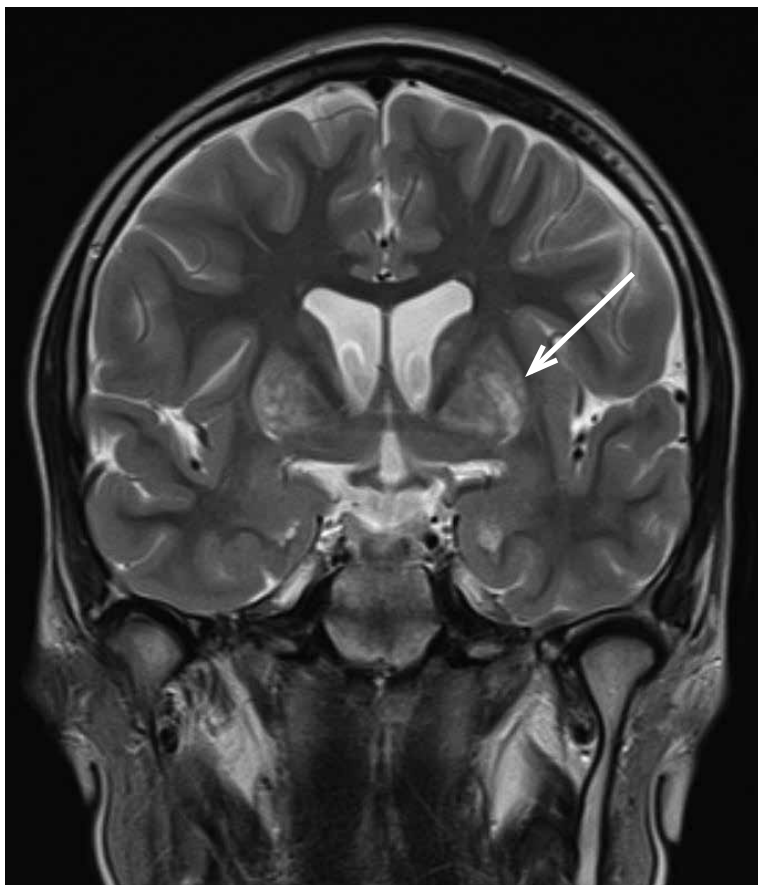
T2-gewichtetes MRT des Gehirns bei dem 13 Jahre alten Jungen mit M. Wilson und neurologischer Symptomatik: abnorm hyperintense Signale im Bereich der Stammganglien ←
